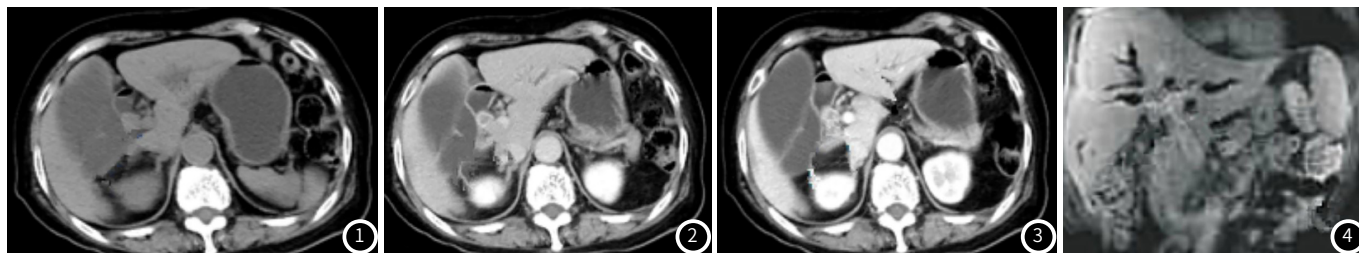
CT平扫示肝门部胆管见结节样软组织密度影, 肝管扩张, 胆囊明显增大均匀持续强化。图2 CT增强扫描示延迟期病灶呈明显持续强化。图3 增强扫描延迟期胆囊管壁明显强化, 而肝内扩张胆管壁未见明显异常强化。图4 MRI增强扫描延迟期示胆管壁延迟强化, 对比清晰, 管周浸润灶表现出边缘线样的不均匀连续强化。
